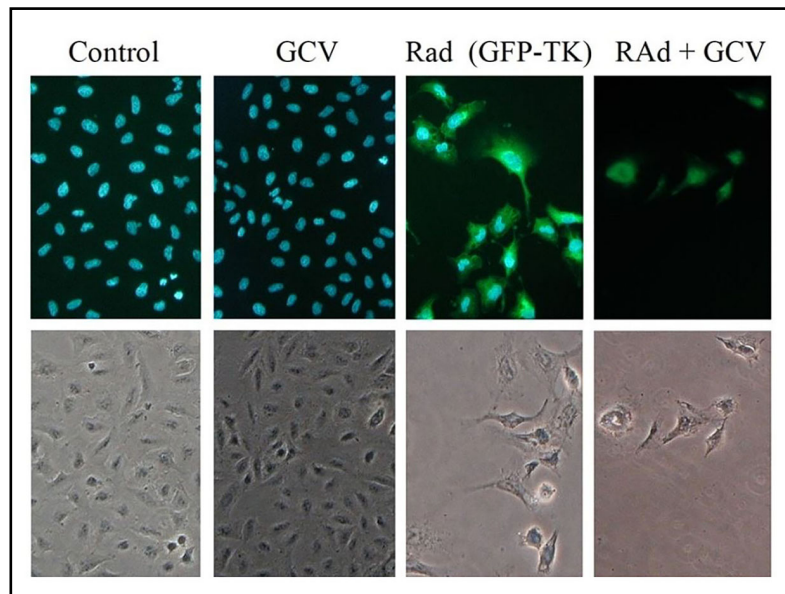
Actividad suicida de una proteína de fusión PFV/TK (Rodríguez y col., 2009). *Paneles superiores:* imágenes de fluorescencia y *paneles inferiores:* contraste de fases. *Panel extremo izquierdo:* células control (DAPI: fluorescencia azul). *Segundo panel izquierdo:* células incubadas 4 días con 100 μ M de ganciclovir (GCV), con buena viabilidad celular. *Tercer panel:* células incubadas durante 4 días con RAAd-(PFV/TK)_{fus}. Células transducidas: fluorescencia verde. *Panel derecho:* células incubadas 4 días con el vector con 100 μ M GCV: actividad suicida de la proteína de fusión (IF x 200).
